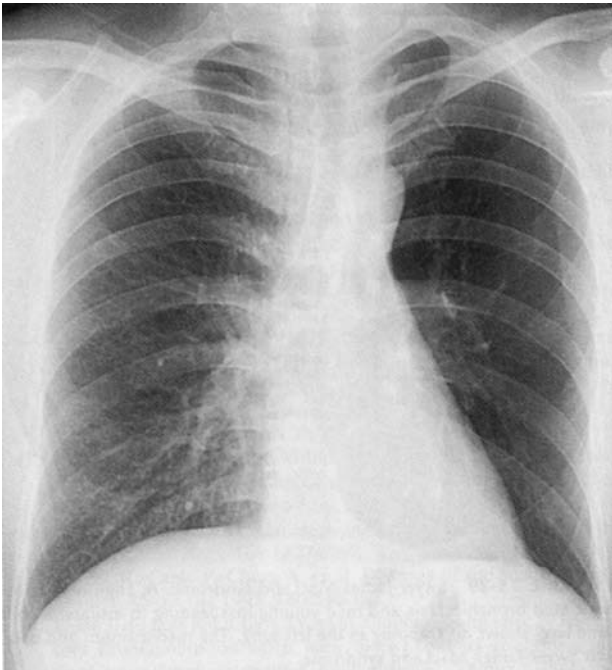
Chest radiograph of a 40 year-old asymptomatic man with Swyer-James-MacLeod syndrome, showing hyperlucency and decreased vascularity of the left lung, with the mediastinum shifted to the left, consistent with hypoplastic left lung with decreased volume.
